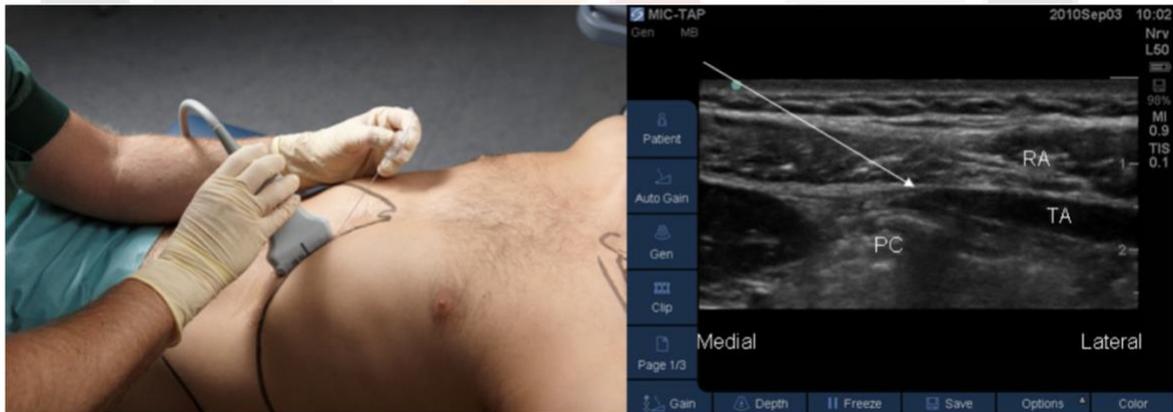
Bloqueo TAP intercostal guiado por ultrasonido.
